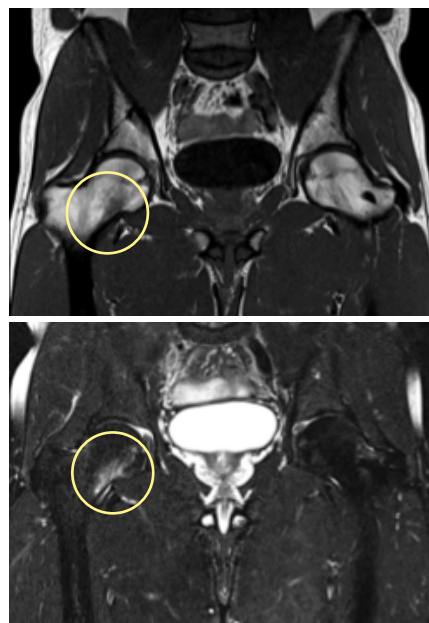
Imagem de RM coronal anca direita em T2 (figura da esquerda) e T2 FS (figura da direita): reação de stress do colo do fémur direito.
